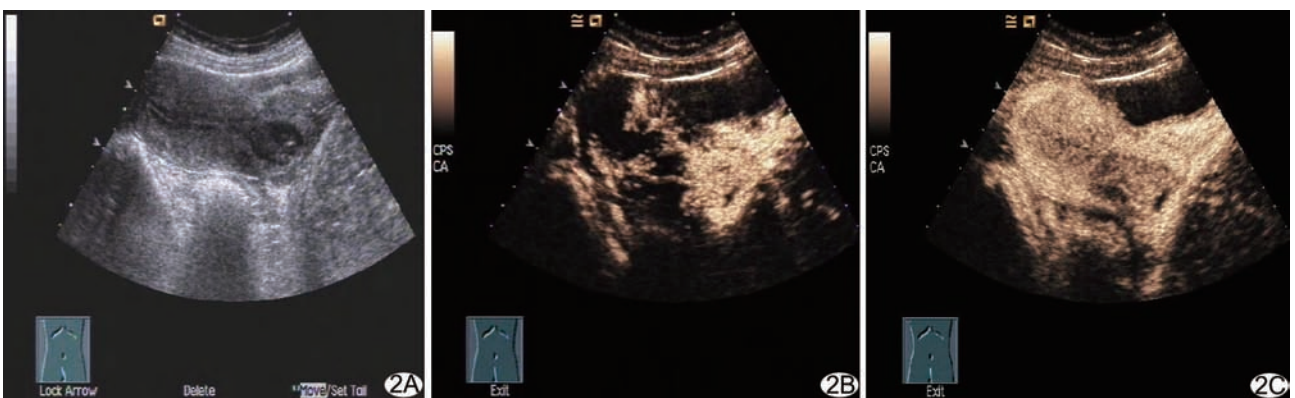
宫颈癌 II a 期超声表现,CEUS 呈快速扩散充盈型增强 A. US 表现为宫颈肥大,内见低回声区; B. CEUS 第 16 s 时见宫颈宫体均呈快速不均匀性紊乱增强,其增强范围较 US 可见的病灶范围更广,CEUS 显示癌灶已超出宫颈达宫体水平; C. CEUS 第 50 s 时病灶廓清较周围正常宫颈快
